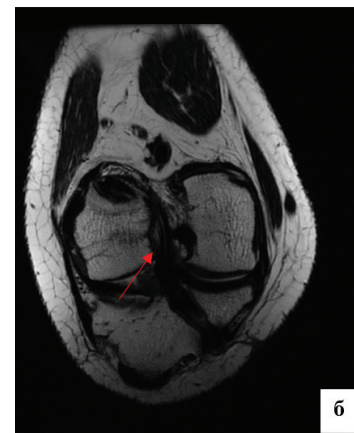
МРТ правого коленного сустава через 4 мес. после операции: а – сохраняется минимальный отек парартикулярных мягких тканей (желтая стрелка) и костных структур (синяя стрелка) на PD FS в сагиттальной проекции; б – повышение МР-сигнала от трансплантата на Т2 ВИ в косококоронарной проекции (красная стрелка)
